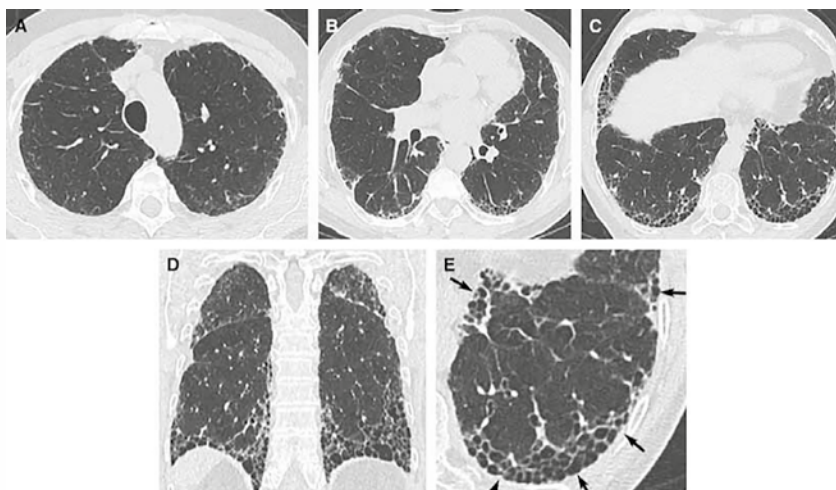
КТВР: паттерн ОИП. Поперечные КТ срезы (А–С) и коронарная реконструкция (D): «сотовое легкое», преимущественно в субплевральных и базальных отделах, слабовыраженное «матовое стекло». E – в увеличенном изображении нижней доли левого легкого: типичное «сотовое легкое» (стрелки)
